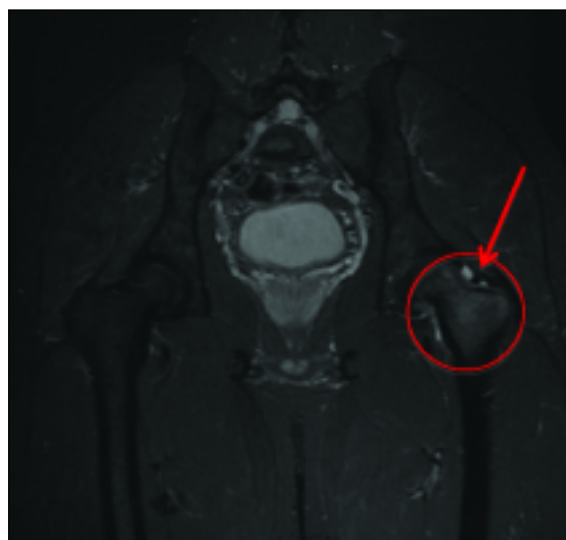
Imagem de RM: visão coronal, ponderada em STIR, em que é possível identificar hipersinal difuso da medula óssea do colo femoral esquerdo (círculo), em relação com edema medular, bem como moderada quantidade de derrame articular (seta), aspectos habituais no osteoma osteóide intra-articular.
